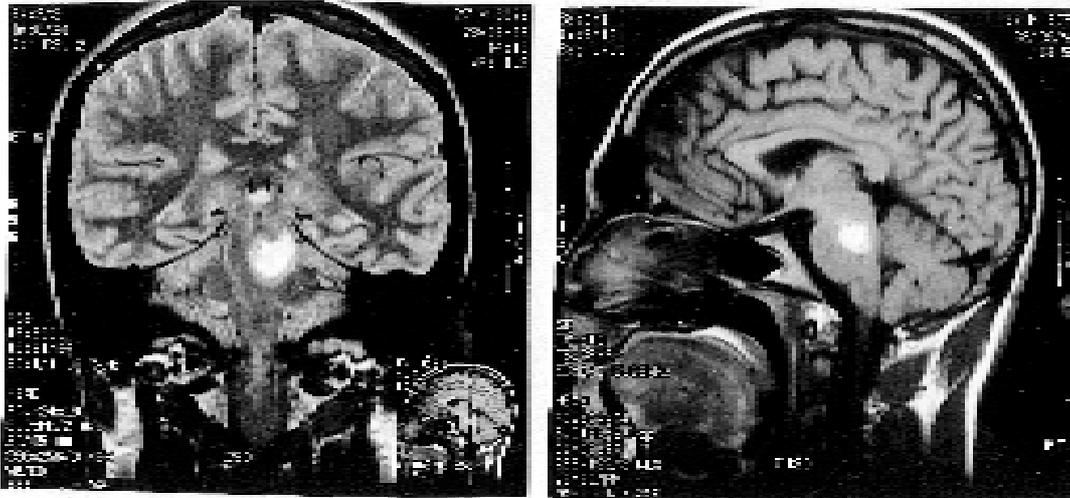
Caso 3. RM preoperatoria en visión coronal (izquierda) y sagital (derecha). Angioma cavernoso ponto-mesencefálico izquierdo, con sangrado reciente.
